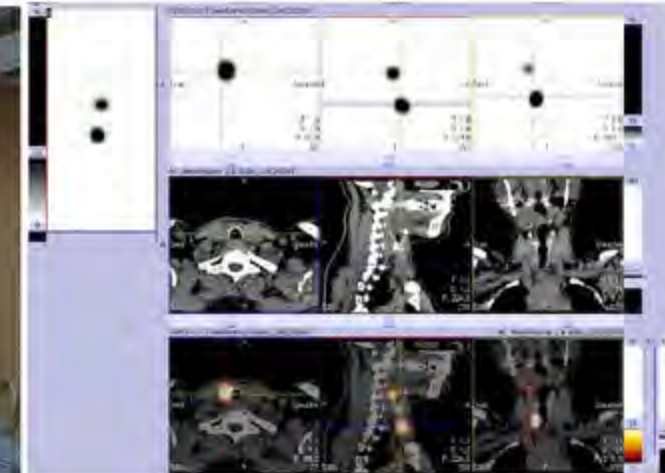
Affichage des images tomoscintigraphiques reconstruites avec les images TDM (filtre lisse B20) et les images de fusion TEMP/TDM
